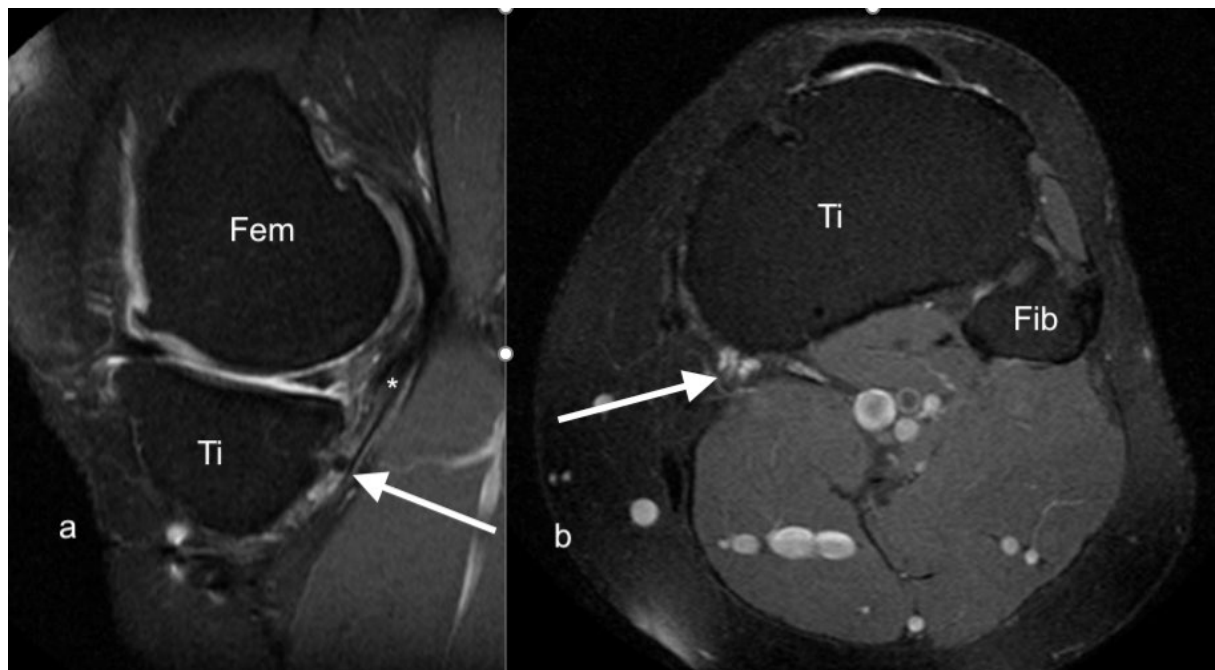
IRM en pondération DP Fat-Sat en coupe sagittale (a) et axiale (b) sur lesquelles on peut observer une rupture partielle du tendon distal du muscle semi-membraneux (astérisque), celui-ci étant partiellement discontinu et le siège d'un hypersignal pathologique (flèches). Fem : Fémur. Ti : Tibia. Fib : Fibula.
